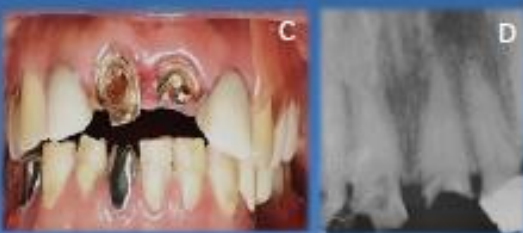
A) prótesis fija desajustada de los órganos dentarios 11 y 21; B) radiografía periapical de prótesis fija desajustada a nivel del margen cervical de los O.D. 11 y 21; C) se puede apreciar pérdida de la estructura dental de los O.D. 11 y 21; D) radiografía periapical sin la prótesis fija en donde se observa la pérdida de la estructura dental con relación a la cresta marginal ósea.
